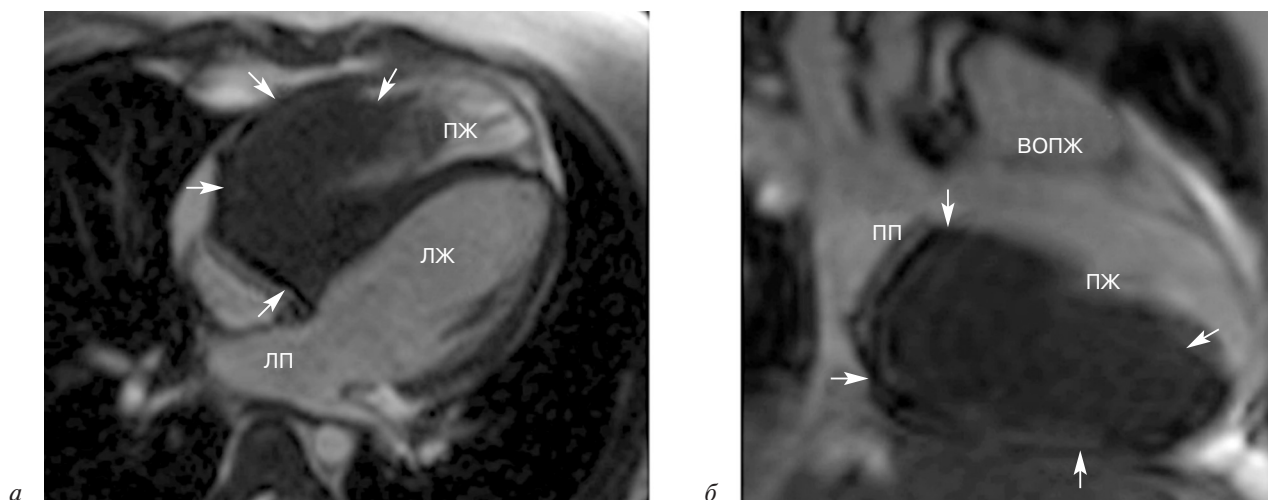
Магнитно-резонансная томограмма в кинорежиме у пациента с рабдомиомой, заполняющей большую часть правого желудочка (указана стрелками):
